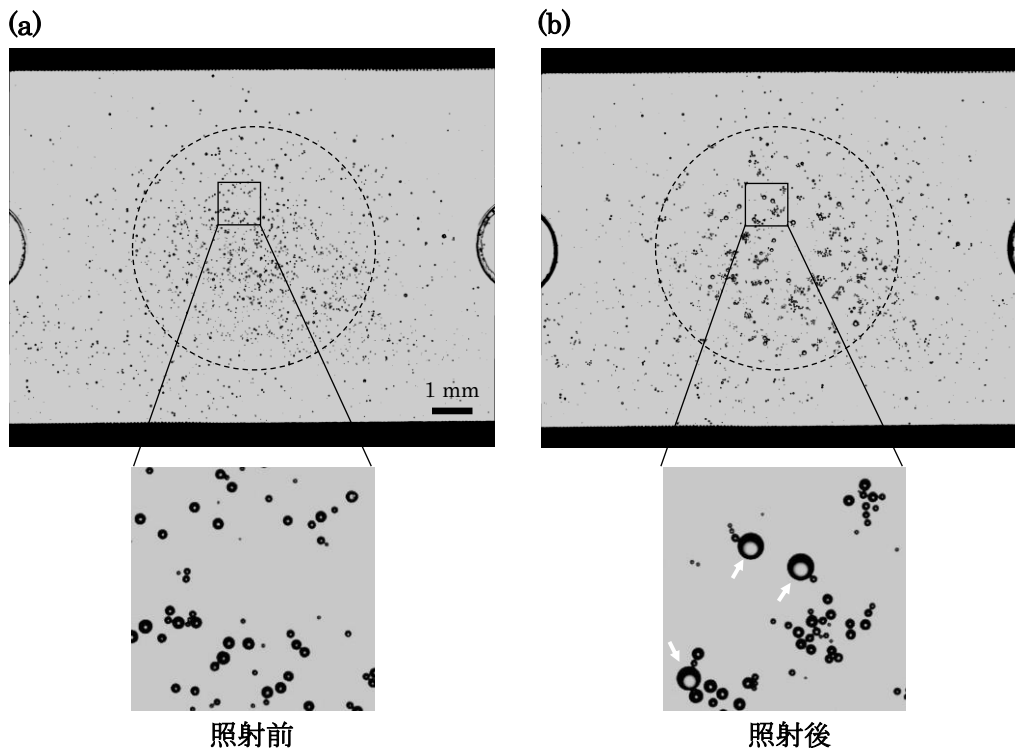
超音波照射前後のカプセル群の顕微鏡画像. 矢印は崩壊したカプセルから漏出したガス気泡を指す.
